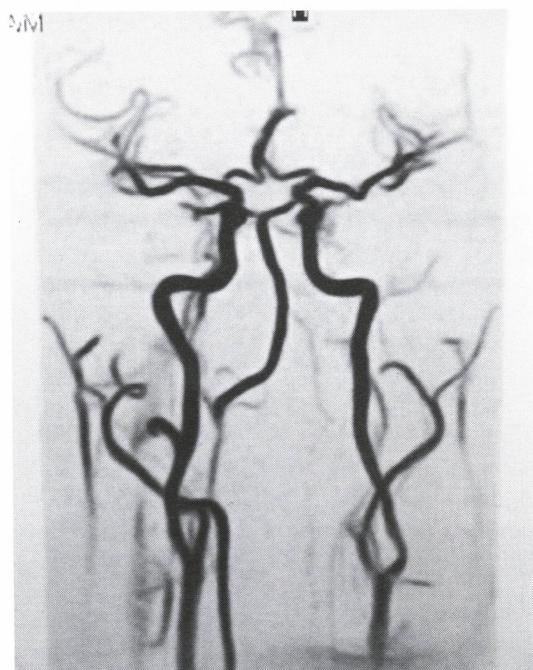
Angio - RM cerebral normal.
